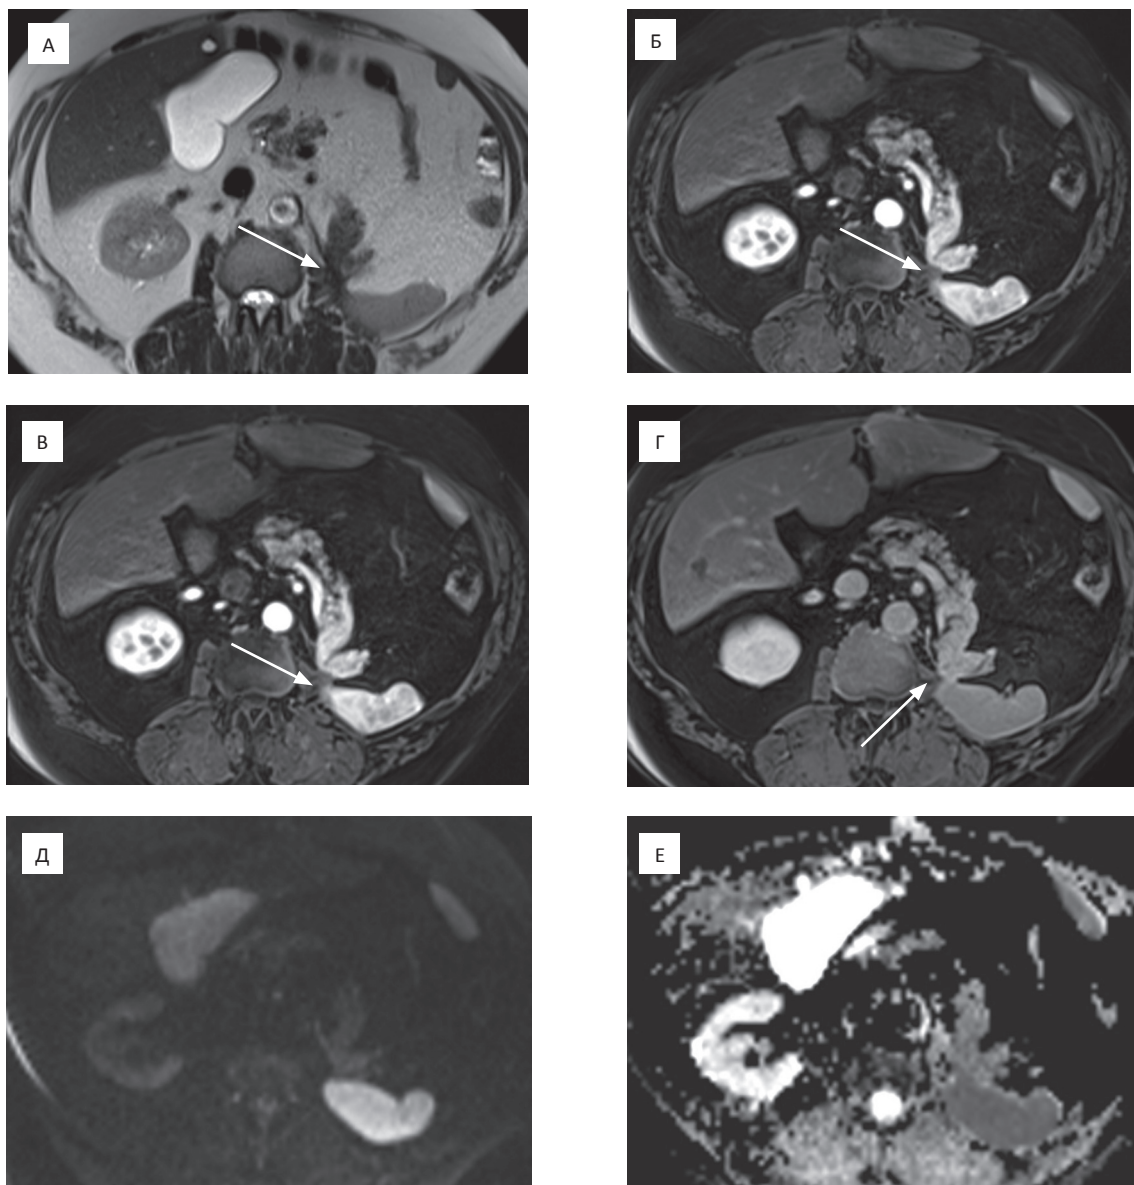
Аксиальные МР-томограммы абдоминальной области мужчины 61 года с послеоперационным фиброзом через 14 мес после оперативного вмешательства. А — T_2 -томограмма забрюшинно слева определяется гипоинтенсивное тяжистое уплотнение (стрелки); Б — T_1 -томограмма (нативная фаза) — образование представляется изоинтенсивным (стрелки); В — артериальная фаза — однородное накопление контрастного препарата в образовании (стрелки); Г — отсроченная фаза — увеличение степени усиления контрастного препарата (стрелки); Д — ДВ-МРТ ($b = 400 \text{ с/мм}^2$) — ограничение диффузии молекул воды не выявлено; Е — ИКД-карта: измеряемый коэффициент диффузии со средним значением $856 \times 10^{-6} \text{ мм}^2/\text{с}$ (стрелки)
